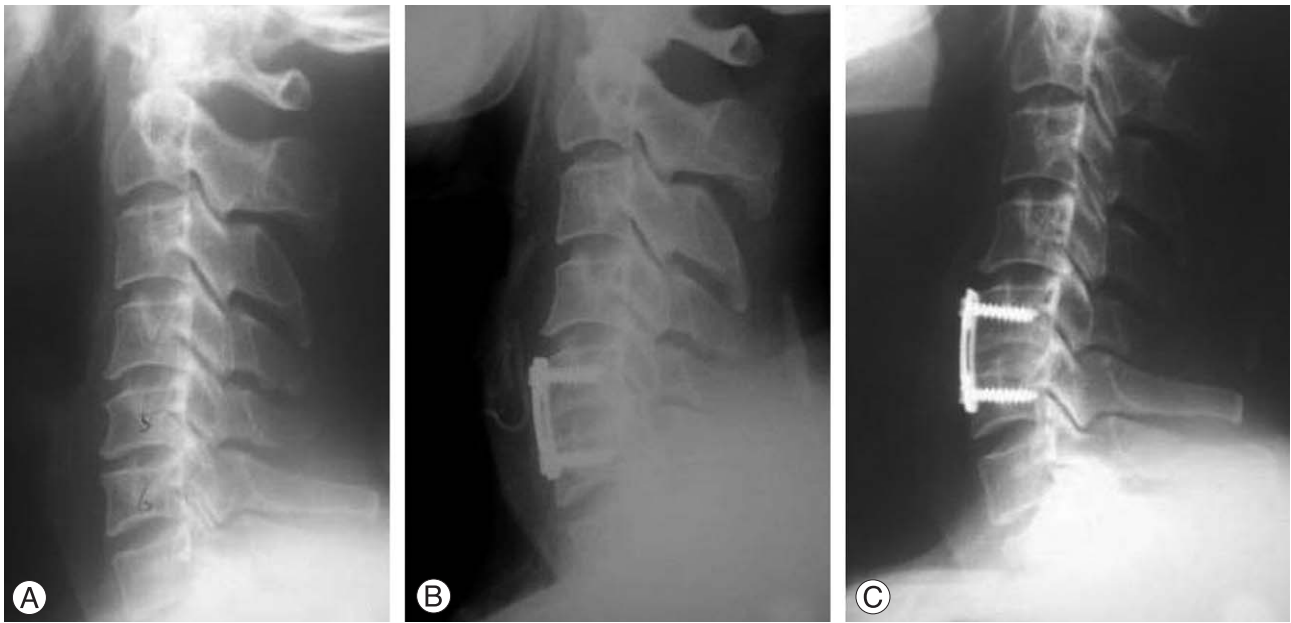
(A) 60 years old male has a HNP in C 5-6 level. Preoperative plain lateral radiograph shows no degenerative changes in upper and lower adjacent-levels. (B) Postoperative plain lateral radiograph shows anterior interbody fusion with anterior plate and upper and lower plate-disc distance are closer than 5 mm. (C) Last follow-up (postoperative 28 months) plain lateral radiograph shows no graft subsidence and no degenerative changes in adjacent-levels.
